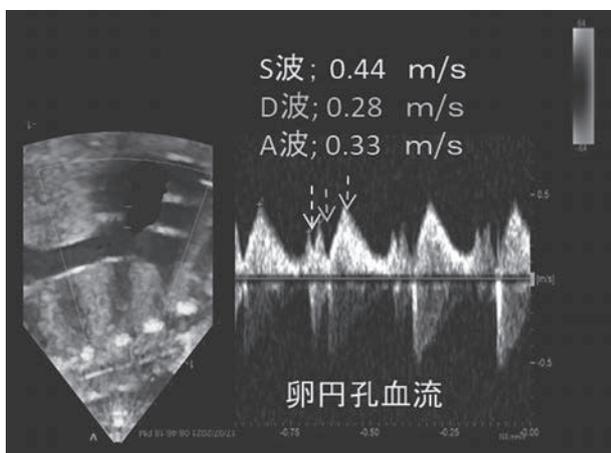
胎仔(出生3日前)の卵円孔血流のエコー画像
